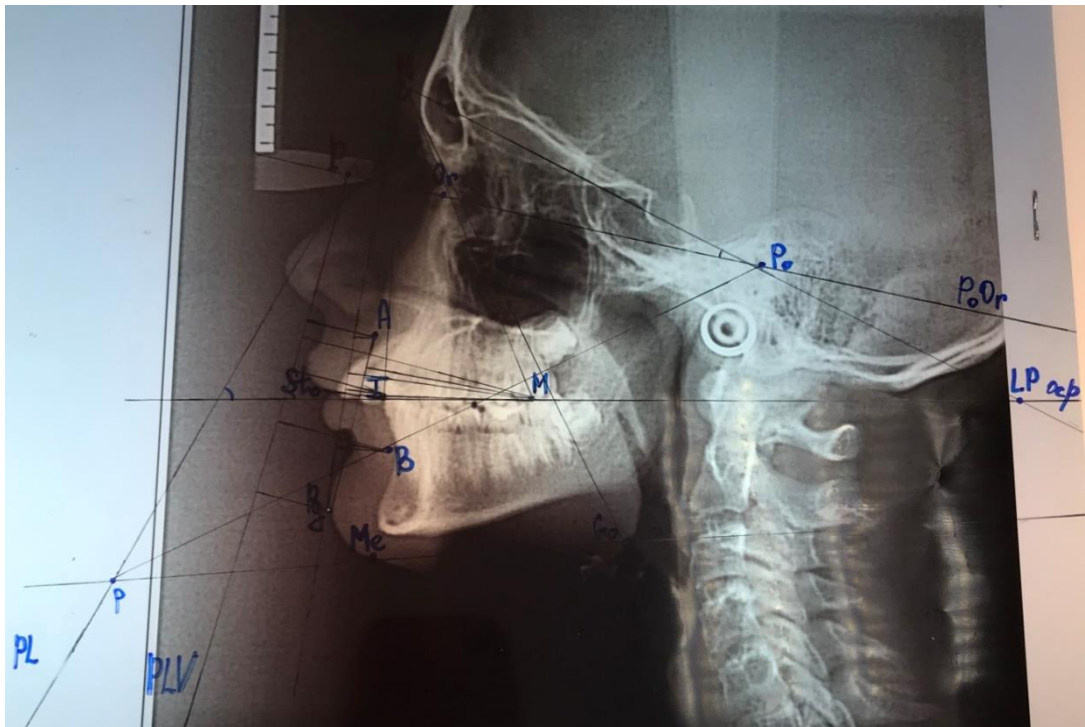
Определение угловых параметров на боковой телерентгенограмме головы пациента Н. 11 лет с дистальной окклюзией
